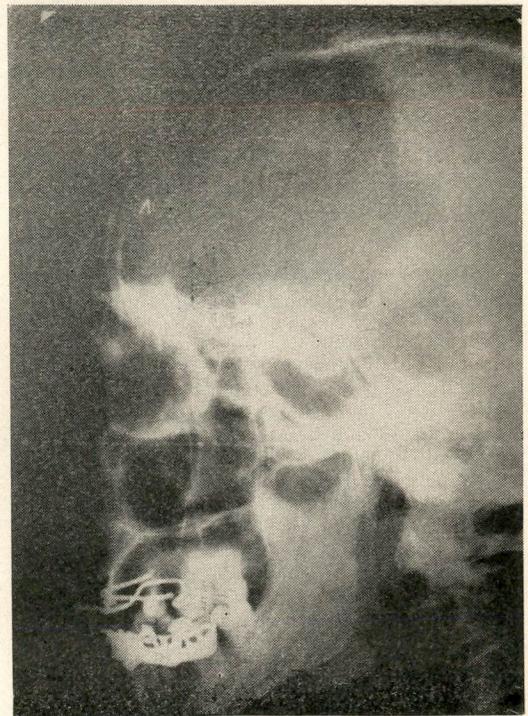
Radiografia mostrando a exêrese da tábua óssea. Após retirada de toda mucosa do seio frontal, o mesmo foi preenchido com fragmentos ósseos tirados dos bordos da trepanação, obliterando assim, a comunicação da fossa nasal.
